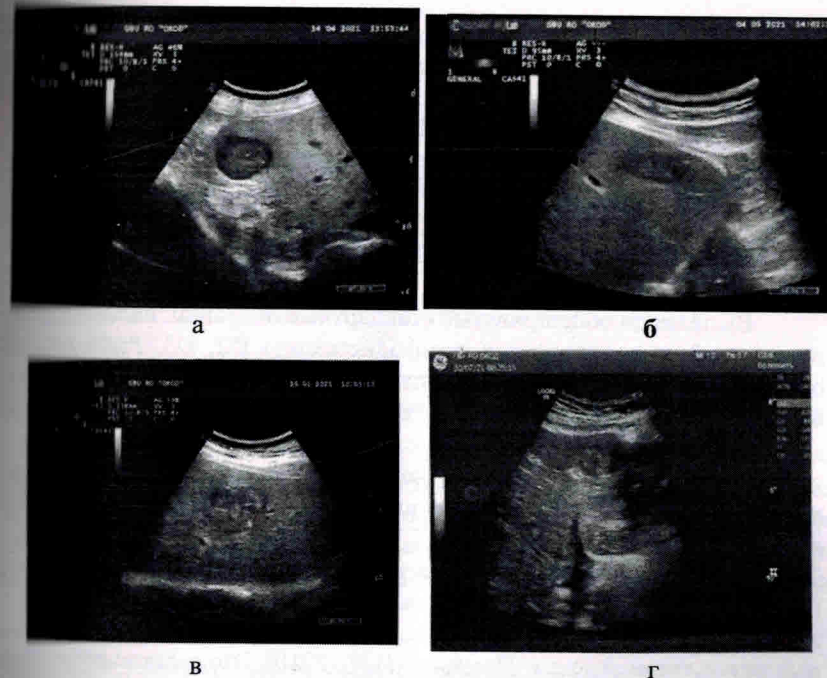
УЗИ. Метастазы в печень: а-подкапсульно в правой доле печени гипохогенное образование с неровным анэхогенным ободком; б – по нижнему краю левой доли печени гипохогенное образование с неоднородной структурой, неровным анэхогенным ободком; в – в левой доле печени неоднородное, преимущественно, гипохогенное образование с неравномерным анэхогенным ободком; г-по нижнему краю печени подкапсульно гипохогенное образование с неровным контуром.
